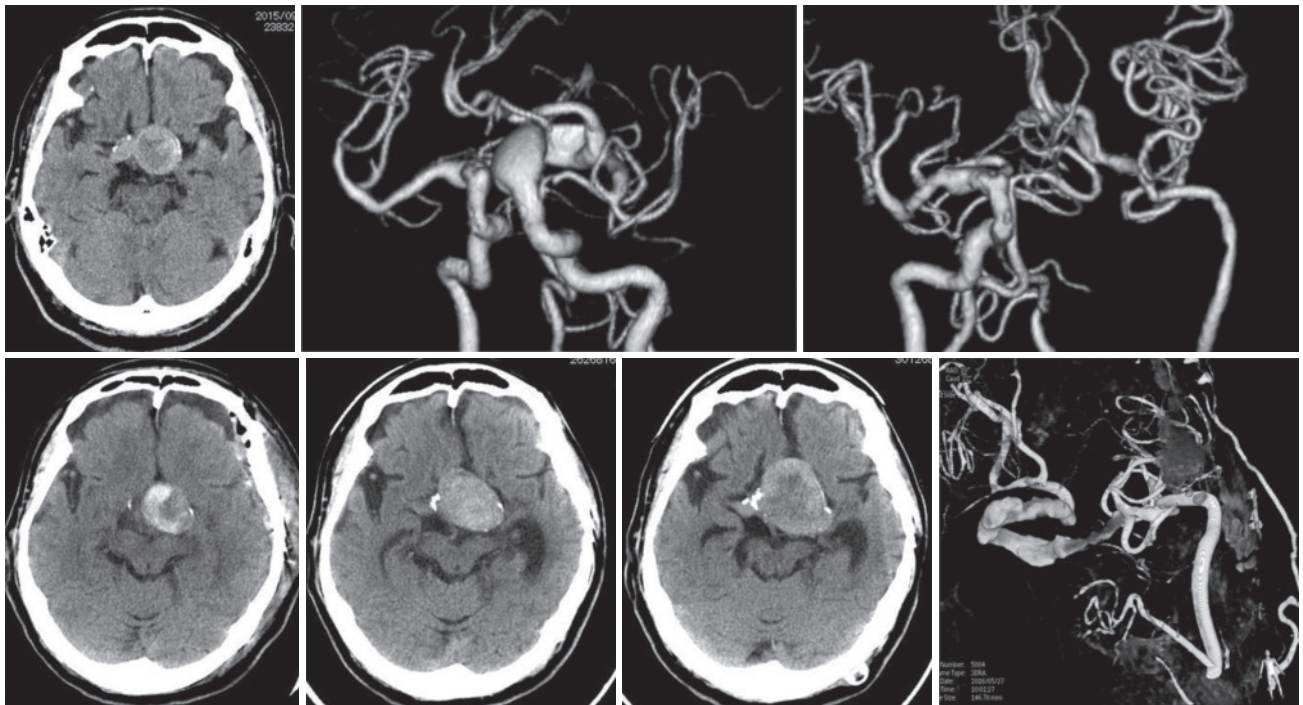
A, B: Preoperative computed tomography (CT) scan and angiogram showing a partially thrombosed left internal carotid artery aneurysm.
